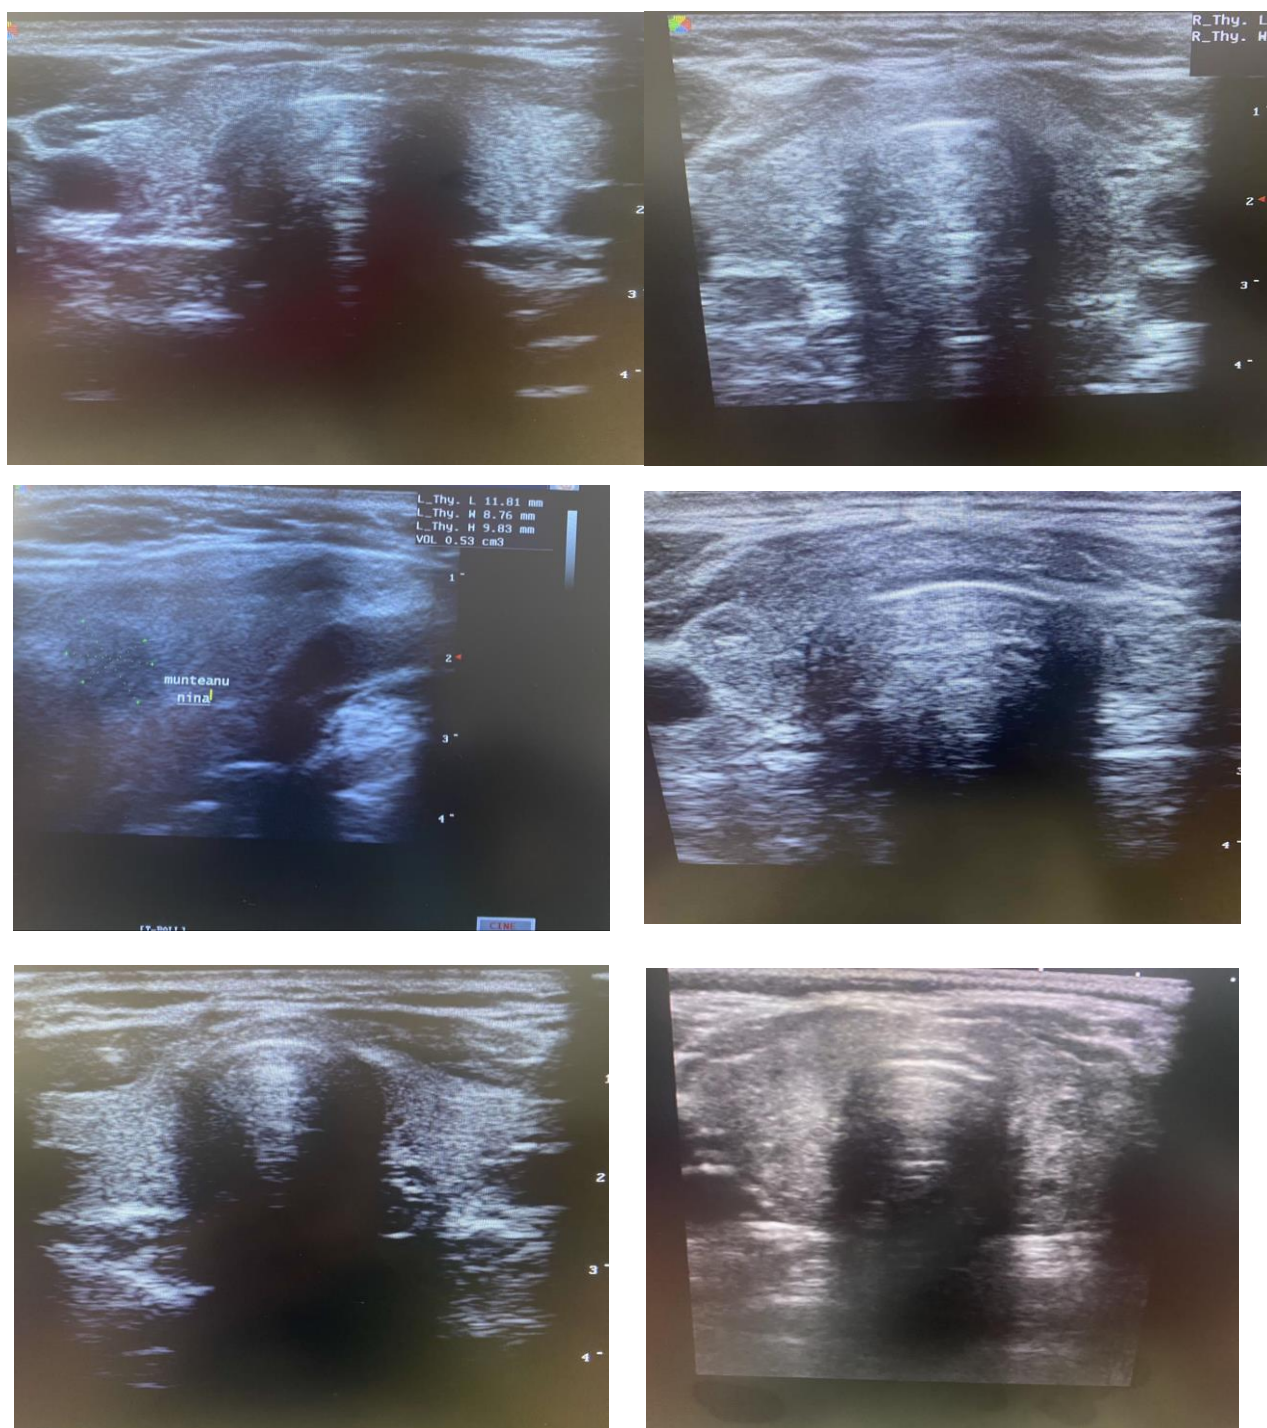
Examenul ecografic al glandei tiroide efectuate la o lună a perioadei post-COVID-19 (original)
